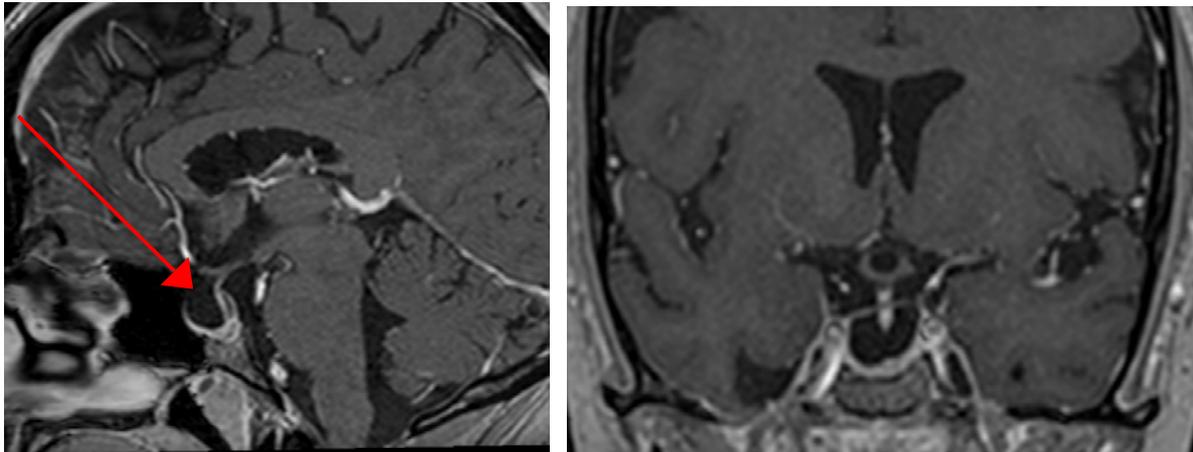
IRM cérébrale en séquences sagittale et coronale T1 après injection. Aspect de selle turcique "vide" chez une jeune patiente de 32 ans.
